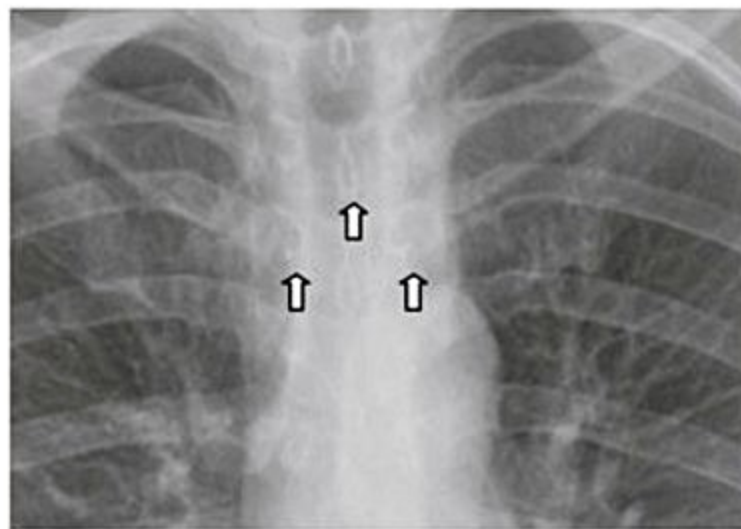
Verificar centralização da radiografia pela equidistância das extremidades mediais das clavículas às apófises posteriores da coluna.
